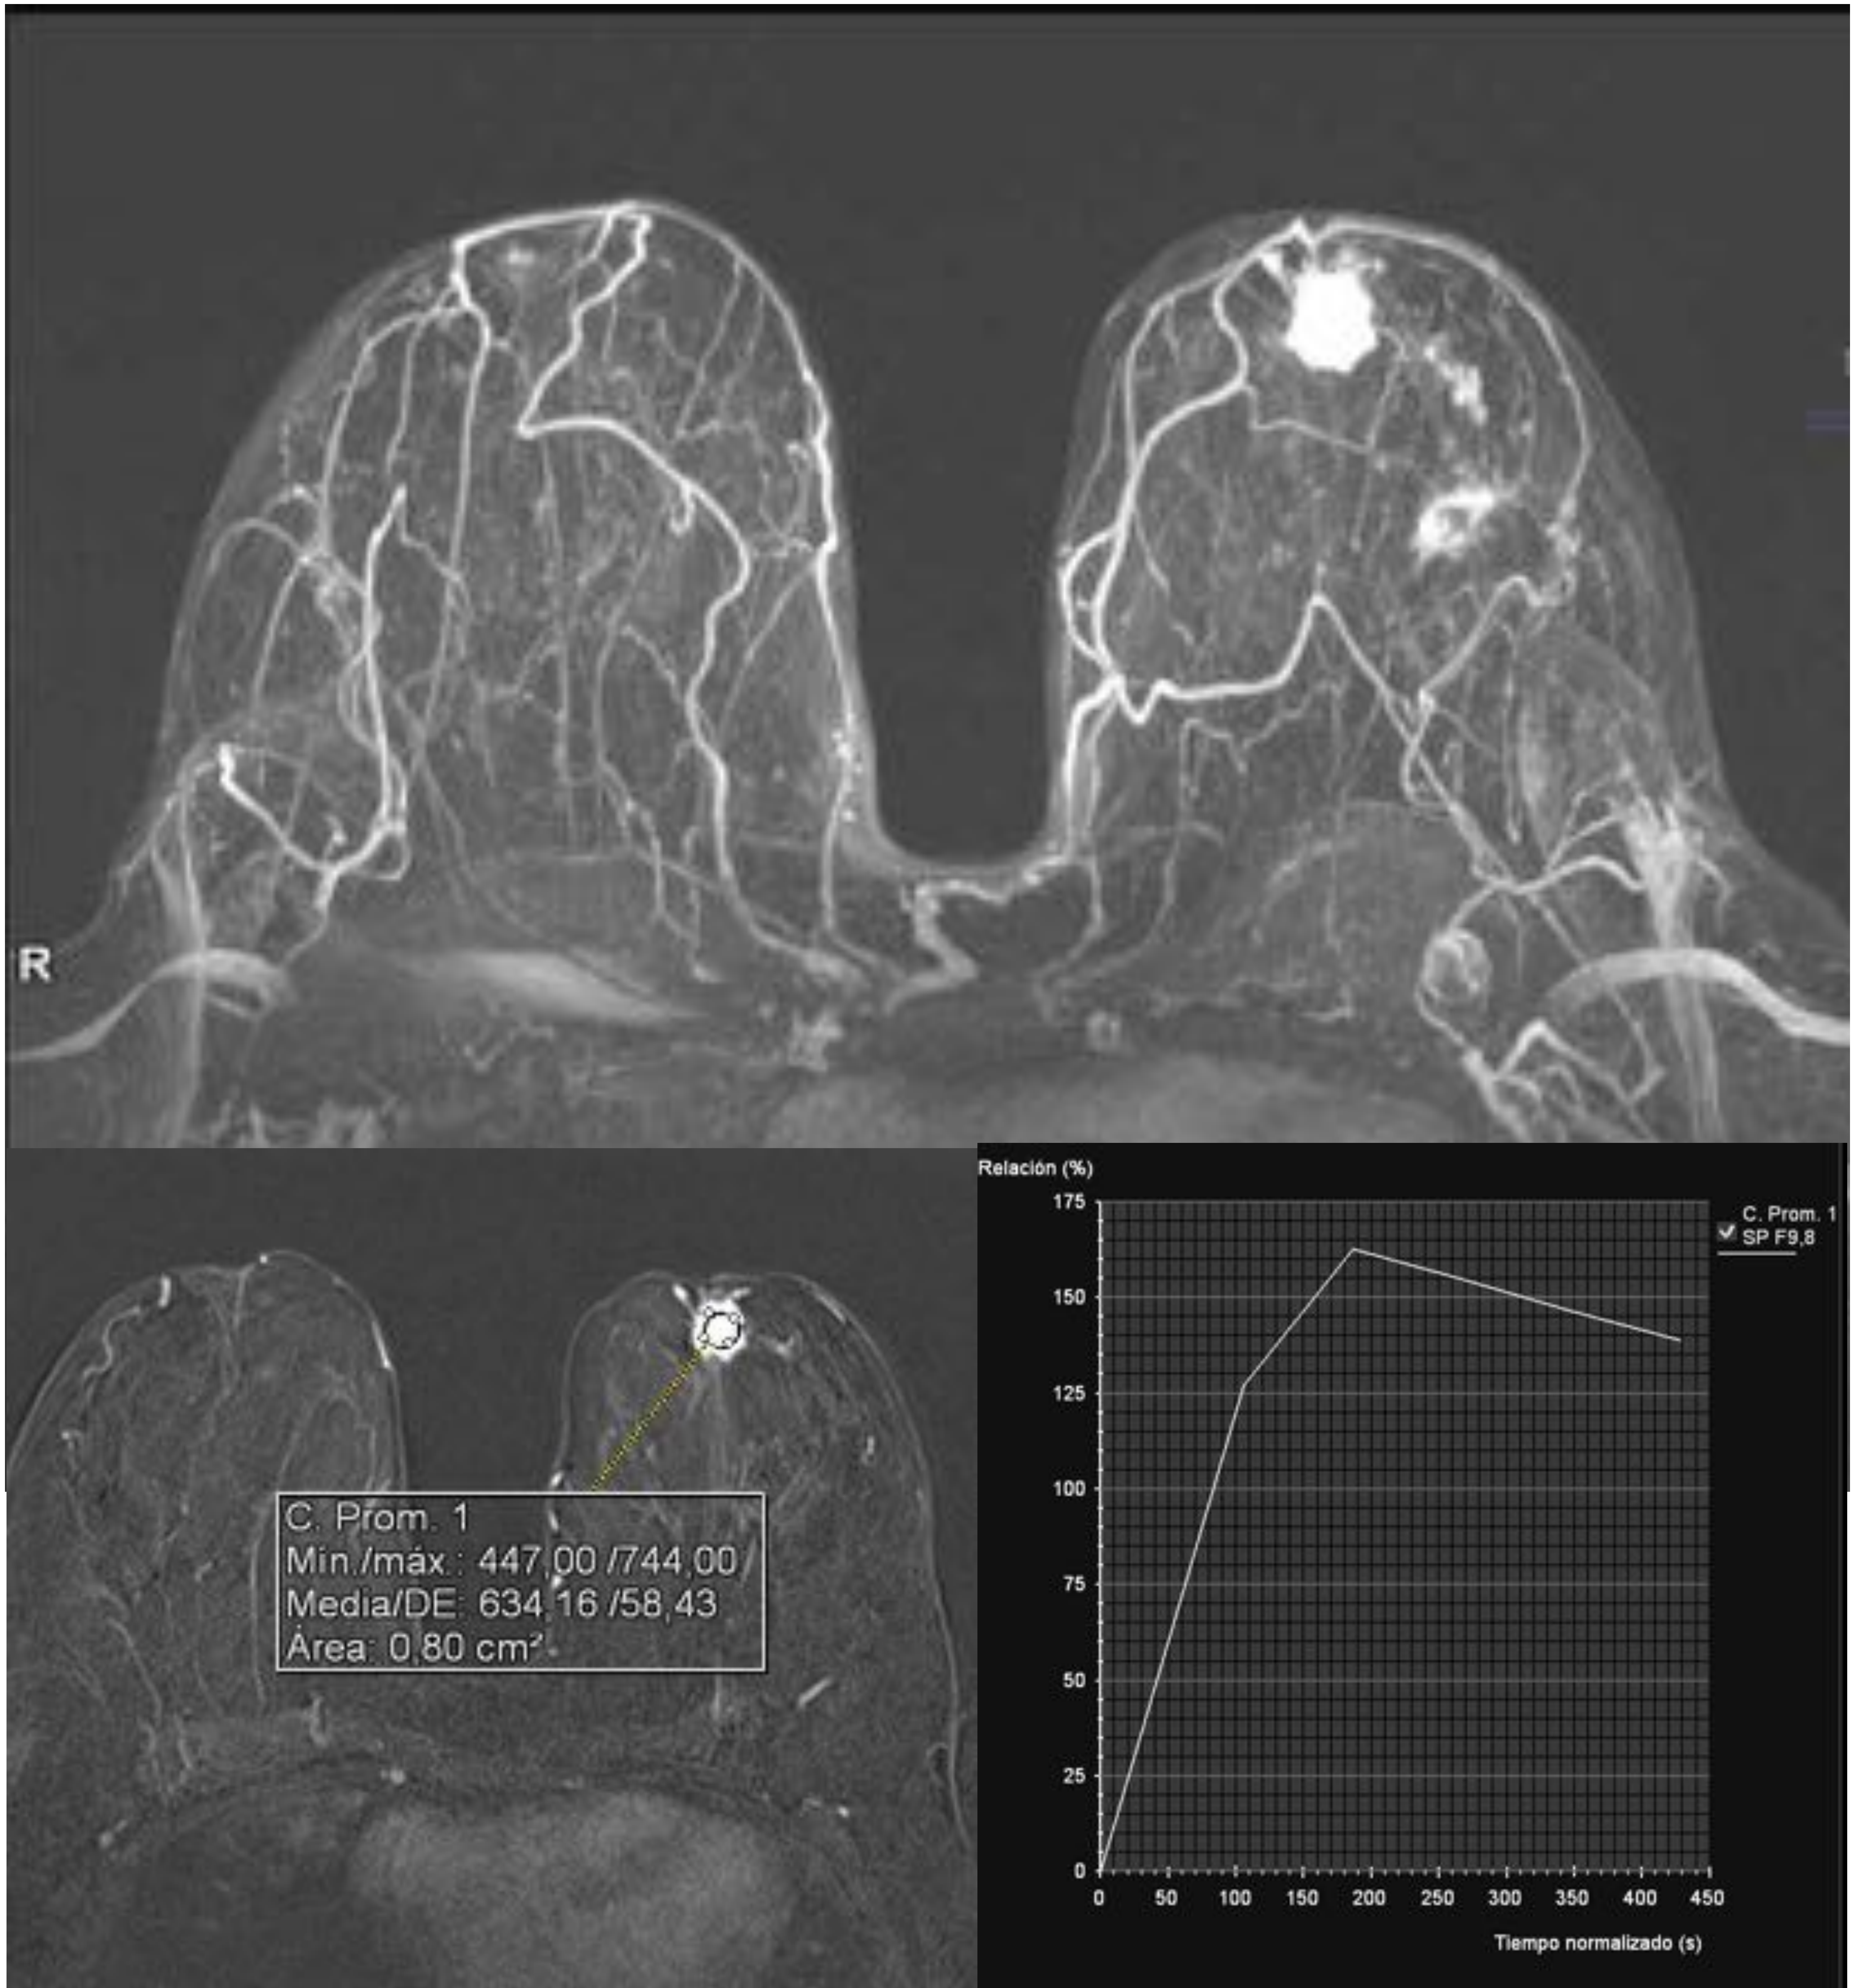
RM de mama MIP y estudio dinámico: Nódulo irregular con márgenes irregulares que se corresponde con el nódulo de la paciente 2. Biopsia: CLI.
